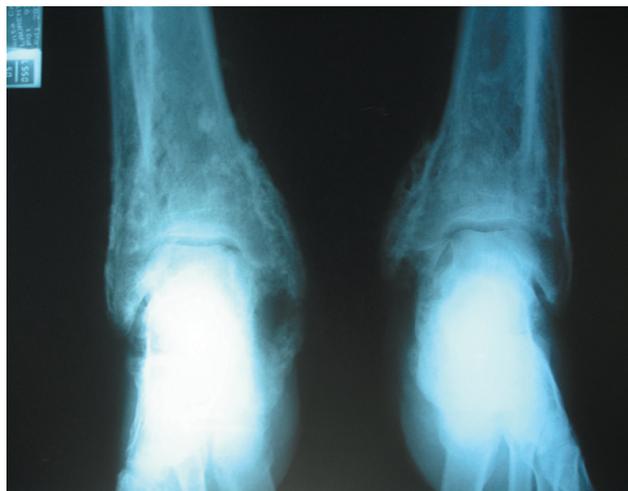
Radiografia dos tornozelos mostrando aumento do volume ósseo e periostose
